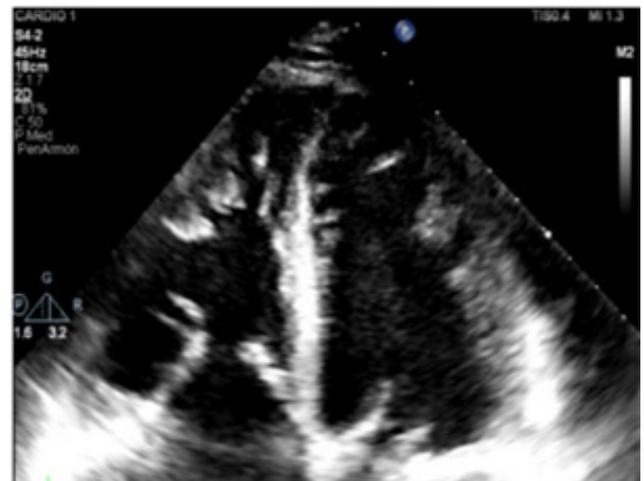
ECOCARDIOGRAMA. Corte apical de 4 cámaras: trabeculaciones más rechosos intertrabeculares en pared lateral apex y parte del septum inter-ventricular del VD y VI.
